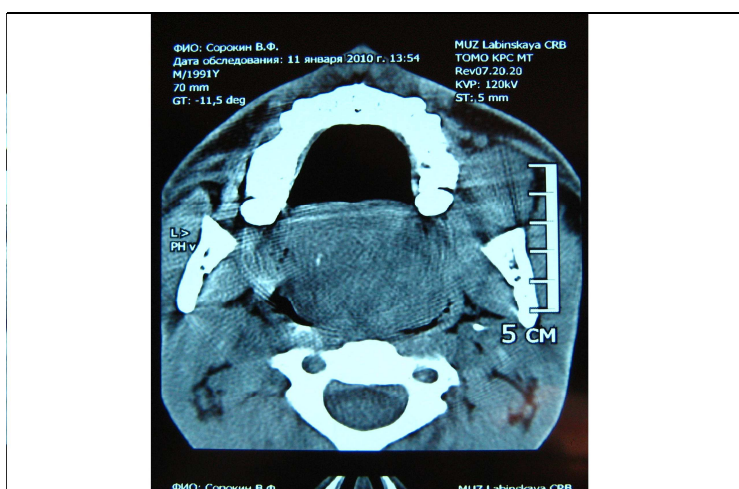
Компьютерная томограмма больного С., в аксиальной проекции
